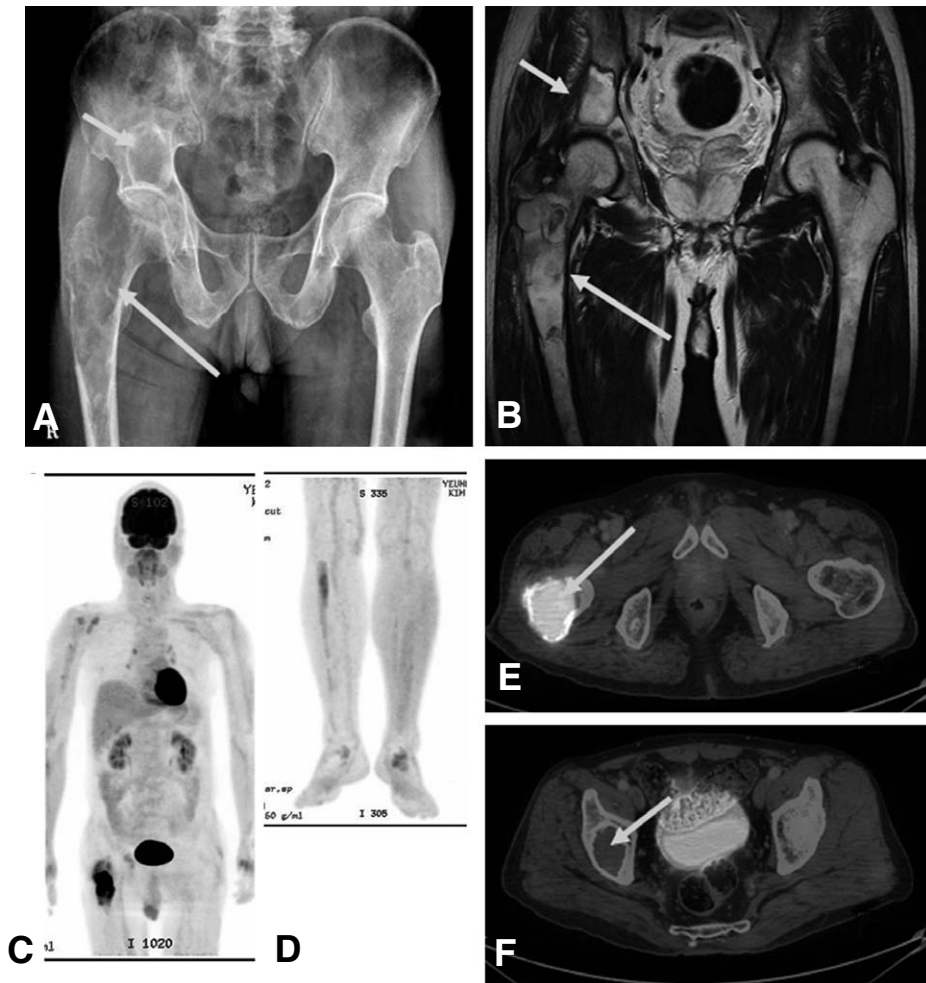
68 year old male patient was referred to our clinic with right thigh pain. Simple x-ray showed osteolytic lesions in the right proximal femur (long arrow) and acetabulum (short arrow) (A). T2 weighted MR image showed similar signal change in both lesions(long and short arrows) (B). ^{18}F FDG PET/CT showed multiple lesions in right scapula, humerus, ischium, acetabulum, fibula, and both calcanei besides right proximal femur (C, D). The SUVmax in right proximal femur (arrow) was 26.6 (E). With surgical biopsy, it was diagnosed secondary fibrosarcoma arising from polyostotic fibrous dysplasia. But, the other lesions including right acetabulum (arrow) (F) showed low SUVmax with a range from 1.1 to 3.4.
